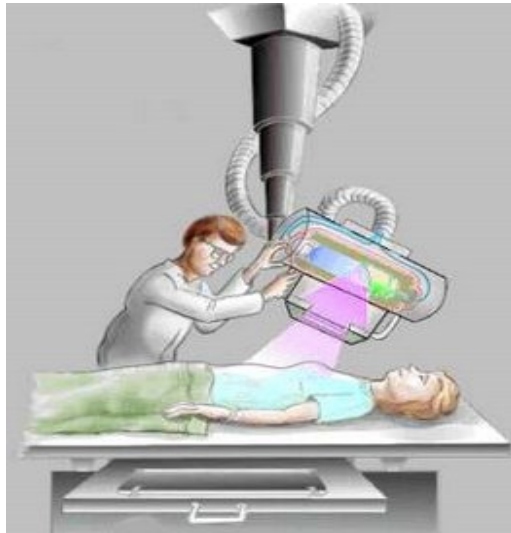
Colimação do feixe de raios X à região anatómica a radiografar (in <http://br.geocities.com/saladefisica>).
